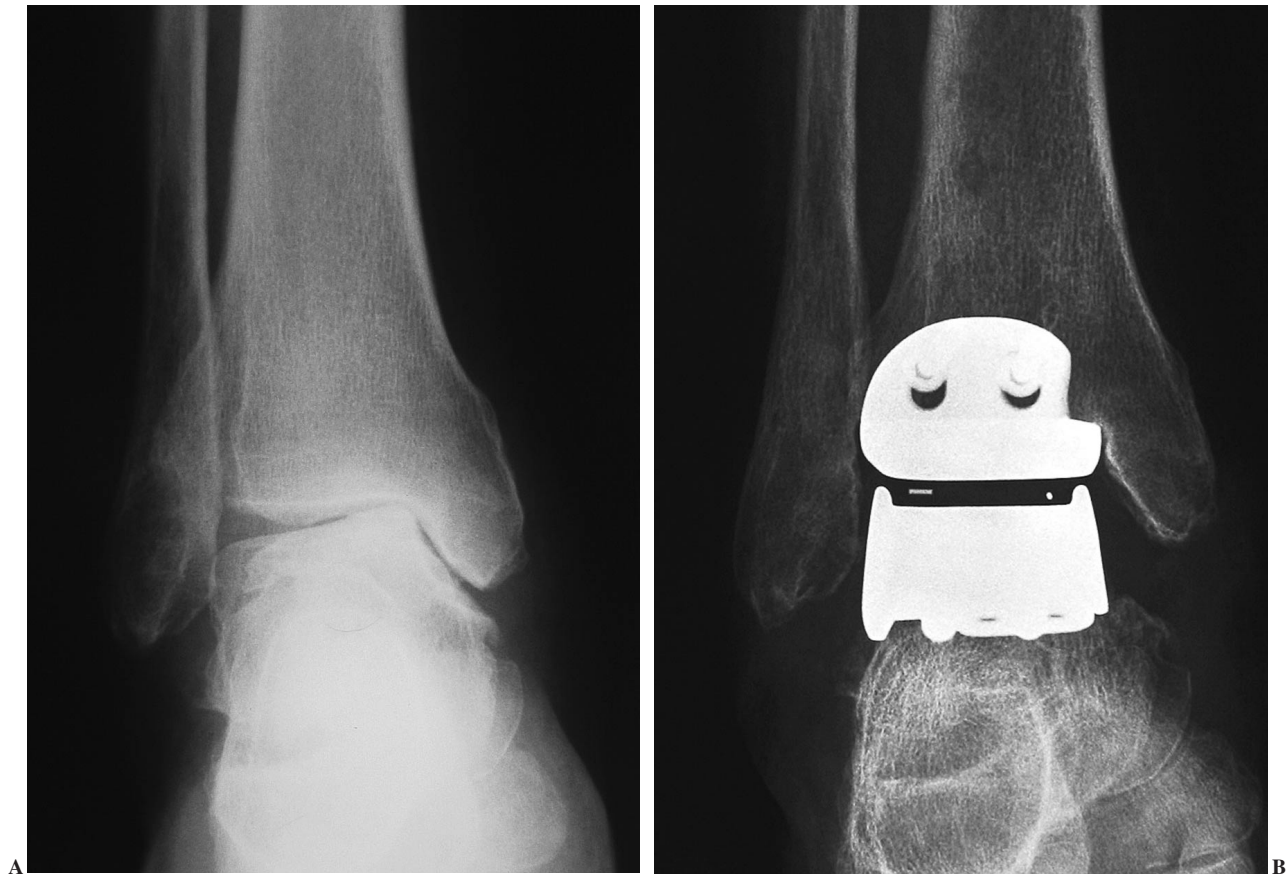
Radiografías de frente antes (A) y después de la intervención (B). Puede observarse cómo la desalineación en varo del tobillo queda corregida tras la artroplastia, aumentando la separación entre el astrágalo y el maléolo tibial.
